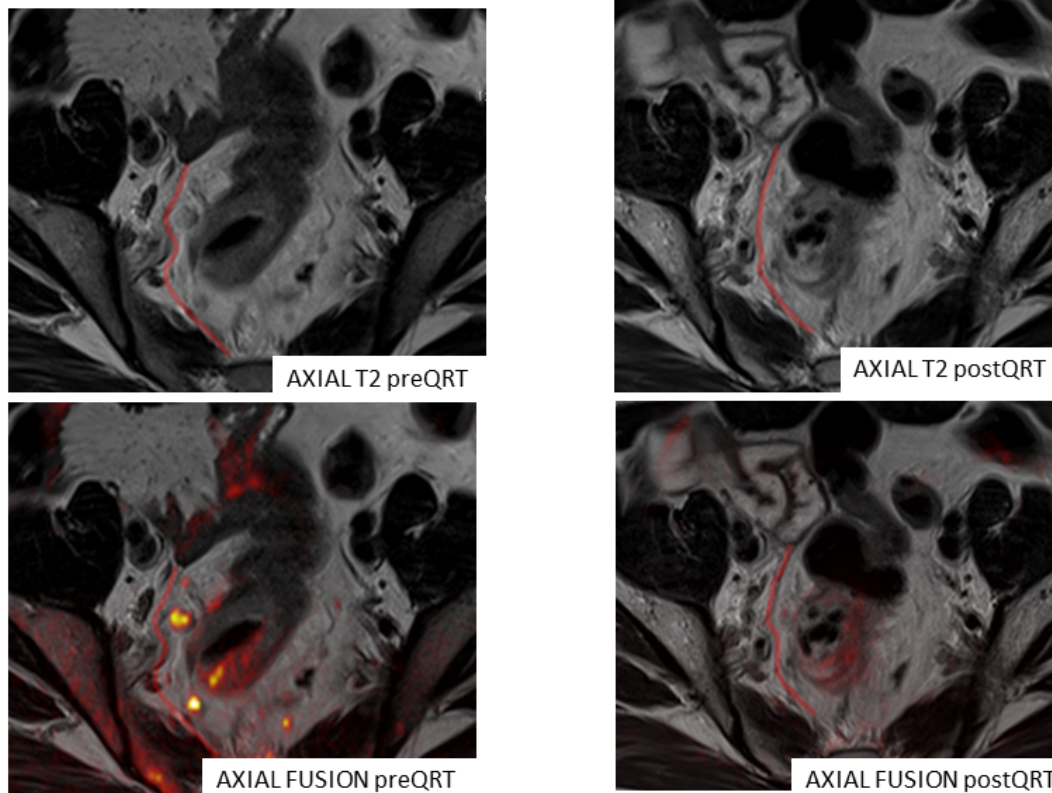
Caso 2. RM en incidencia axial. Valoración postquirúrgica de neoplasia de tercio medio de recto que con adenopatías patológicas que amenazan la fascia mesorrectal en el estudio inicial, que han desaparecido tras el tratamiento, asegurando un margen de resección libre de tumor. Confirmación histológica MRC -.
